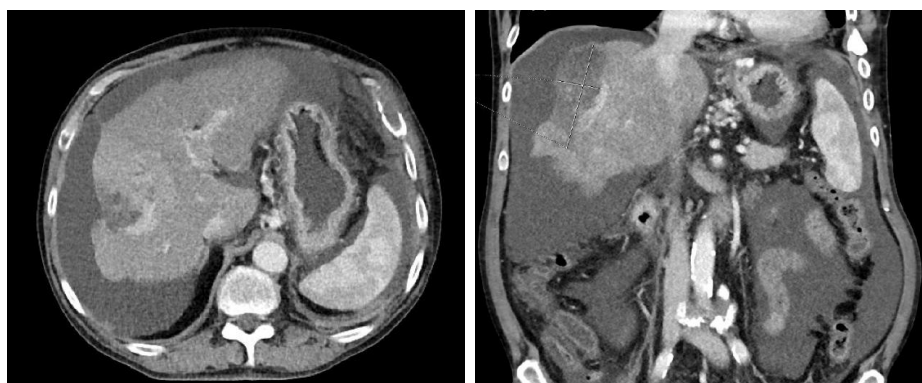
Kontrolní CT vyšetření po výkonu
